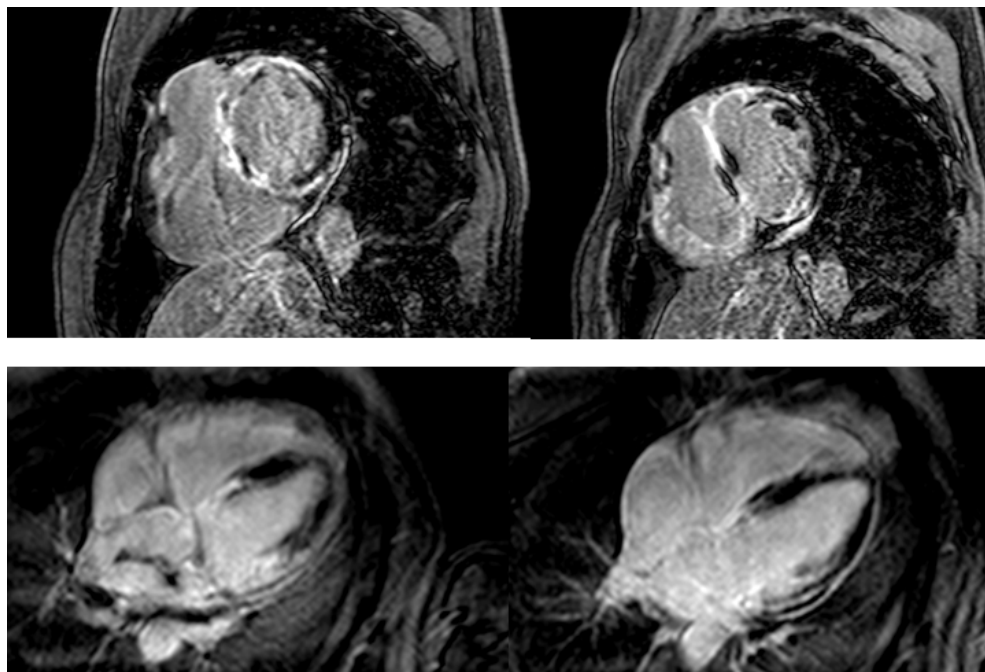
RMN cardiaca. Secuencias de realce tardío con gadolinio. Cortes trasversales (1 y 2) y cortes longitudinales, plano de 4 cámaras (3 y 4). Se objetiva realce tardío muy positivo (flechas): Realce de toda la pared libre de VD. El VI presenta fibrosis transmural septal y anterior basal. Los cortes medios están afectados de forma parcheada en septo y cara inferior.
